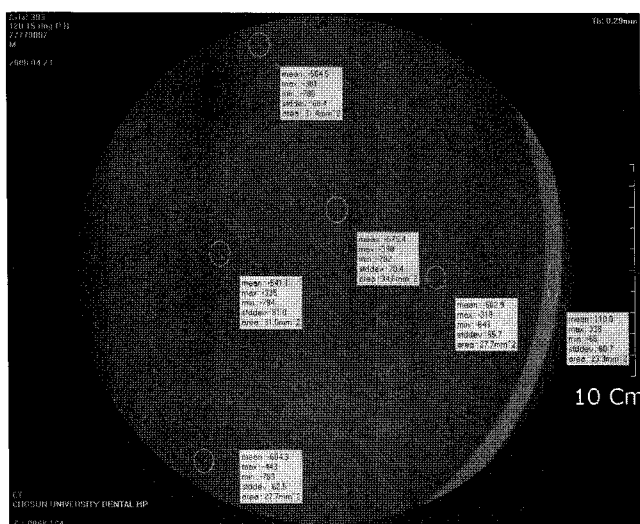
CBCT image of CT number block consists of five pins, fabricated of 6 materials.
